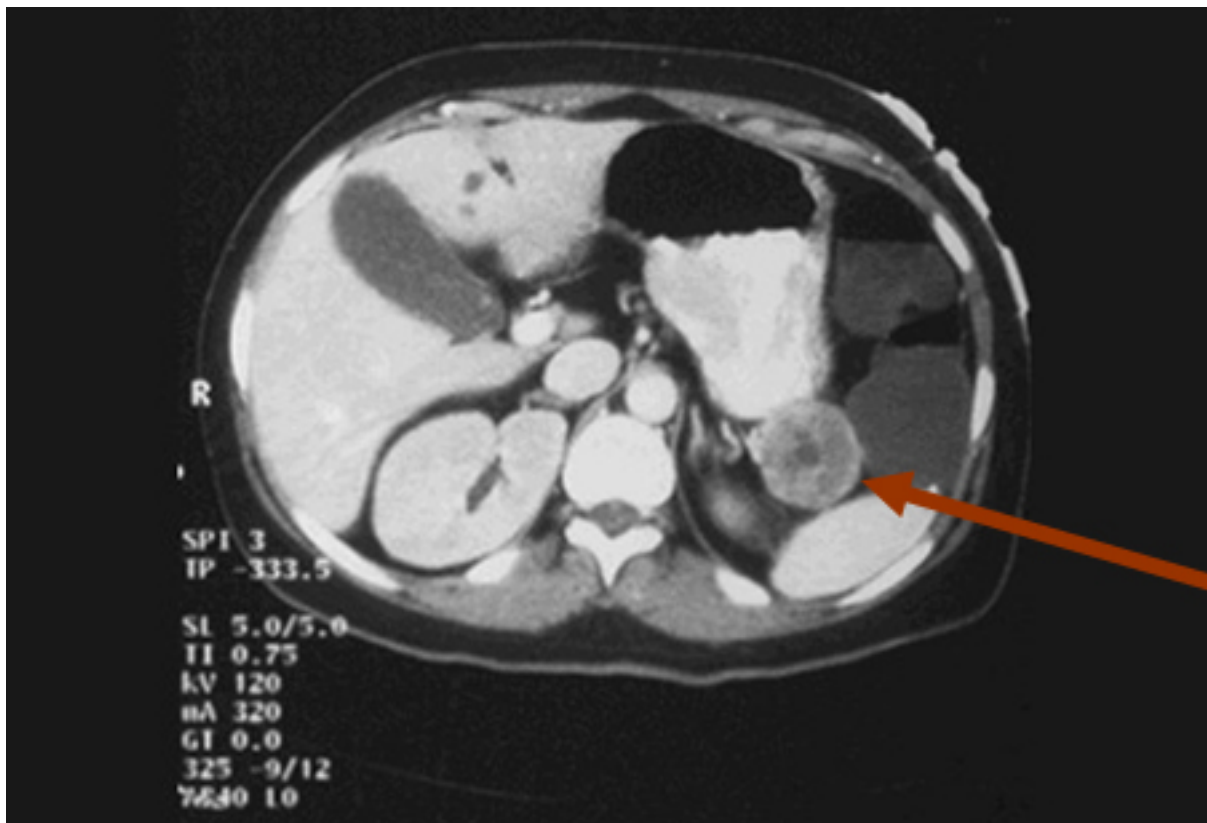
Imagem de tomografia computadorizada de VIPoma próxima à cauda do pâncreas
